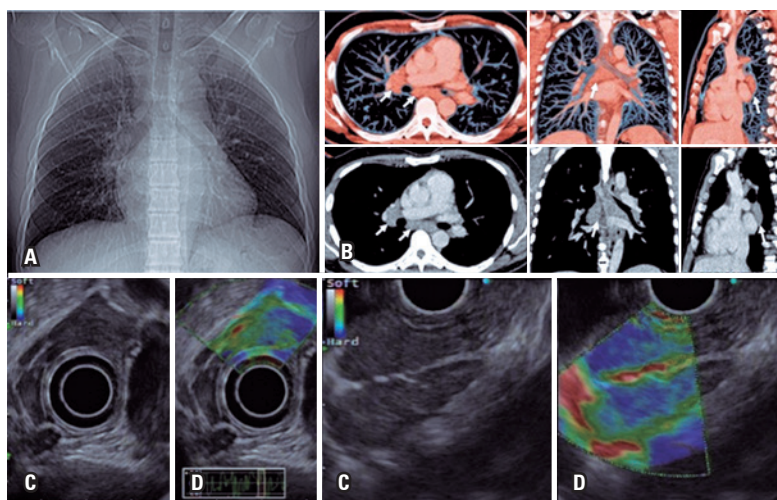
Alargamento mediastinal. (A) Radiografia de tórax; (B) Reconstrução da tomografia de tórax em cortes axial, coronal e sagital, com aumento de linfonodos (setas brancas); (C) Ultrassonografia endoscópica mostra linfonodos hipoecogênicos, homogêneos, tamanho maior ao redor de 25mm; (D) Elastografia qualitativa com características benignas (tons esverdeados)
